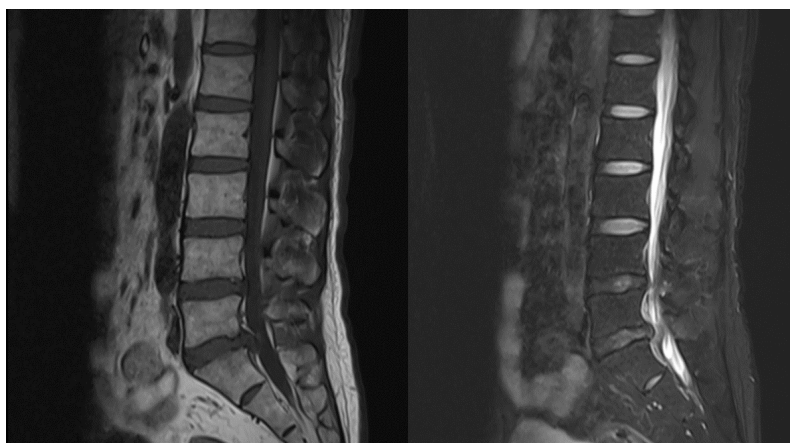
MRI scan of the lumbar spine
